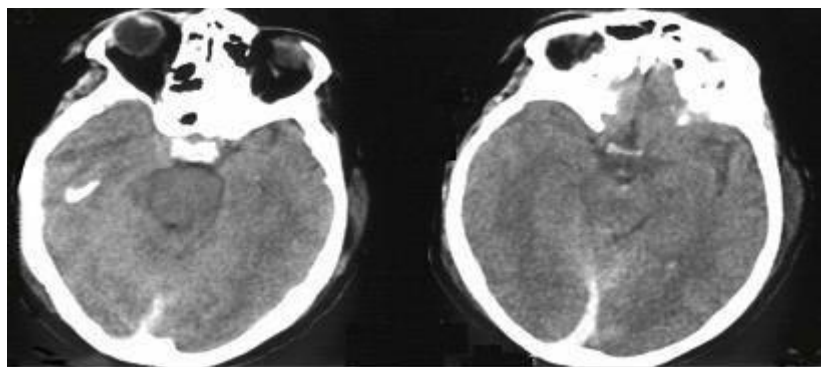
КТ головного мозга пациентки Г. и/б 1423/01: дефект свода черепа в правой лобно-теменной области, участки вдавления внутренней пластинки. Выраженный отек мозгового вещества, больше в правом полушарии с умеренным сдавлением правого бокового желудочка и незначительной дислокации прозрачной перегородки, охватывающая цистерна компремирована. Межполушарная гематома в задней трети.
